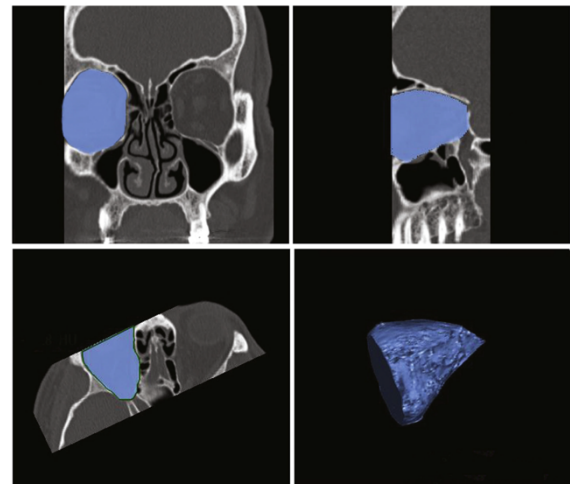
Límites del volumen orbital utilizado para mediciones de TC
